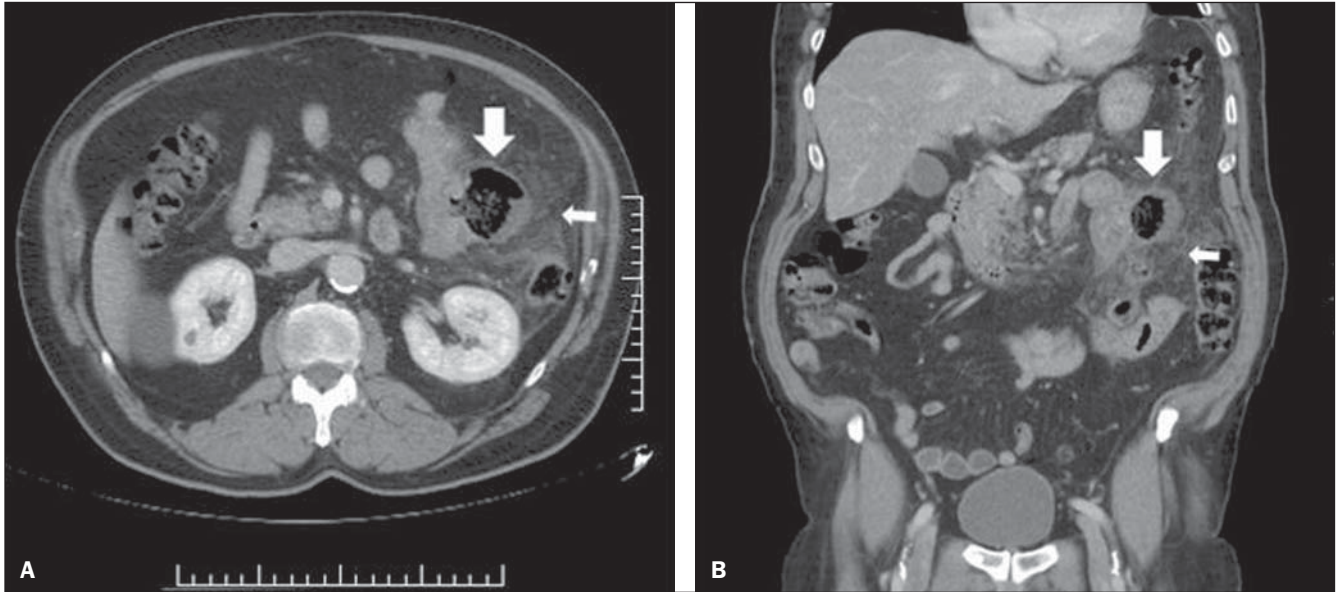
A: Imagem axial de TC, com contraste intravenoso, evidenciando divertículo na borda mesentérica de alça jejunal (seta larga) e extensa densificação da gordura adjacente (seta estreita), sinais de diverticulite aguda. B: Reconstrução das imagens em plano coronal de TC de abdome total, com contraste intravenoso. Divertículo no jejunum proximal, com sinais de diverticulite aguda. Imagem sacular com conteúdo gasoso na alça jejunal (seta larga) associado a extensa densificação da gordura adjacente (seta estreita).
